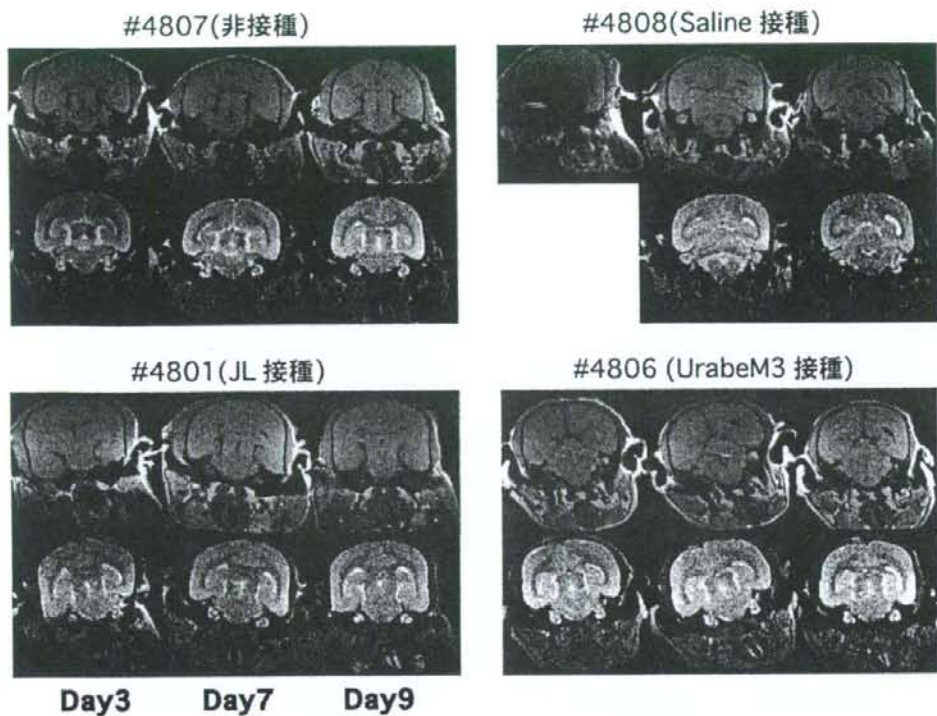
ムンプスウイルス脳内接種マーモセットのMRI撮像 (下段はT2強調画像)
